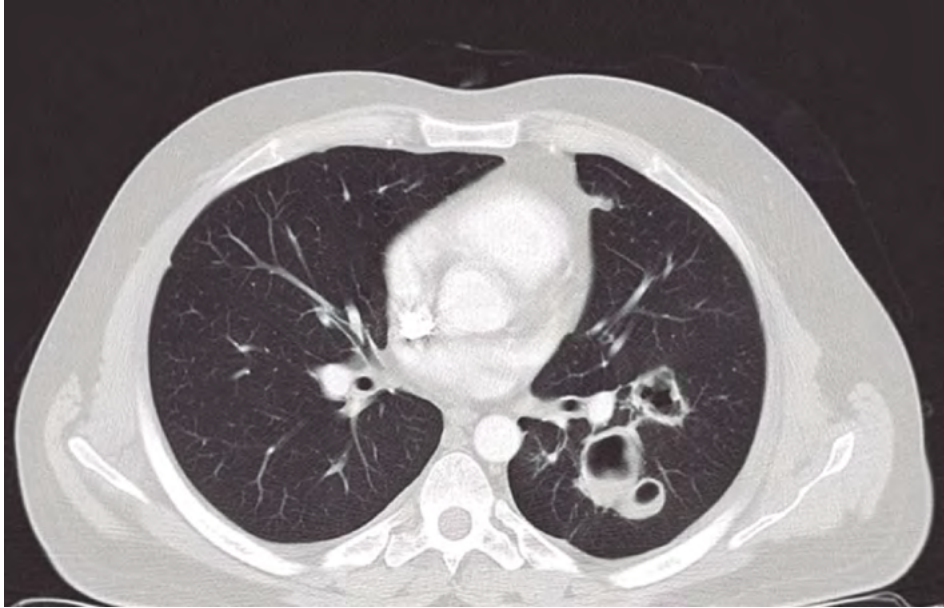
TAC de Tórax donde se observan múltiples cavidades pulmonares, de predominio en pulmón izquierdo.
